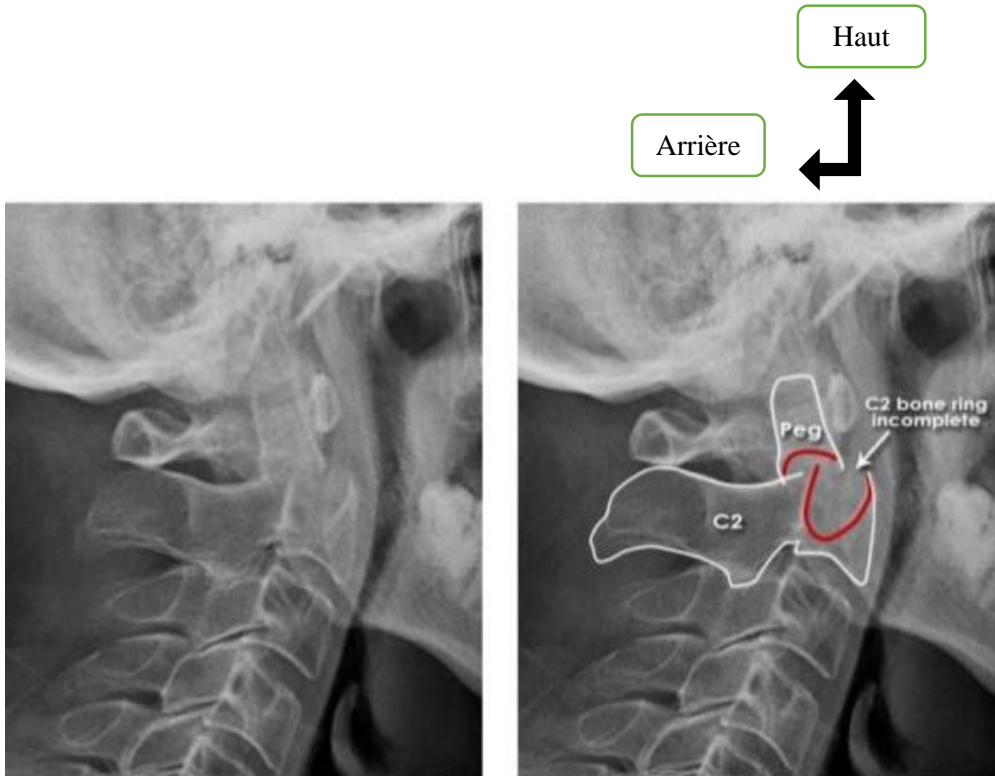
Aspects radiographiques de profil du rachis cervical montrant une fracture de l'odontoïde type III de Anderson (45)
